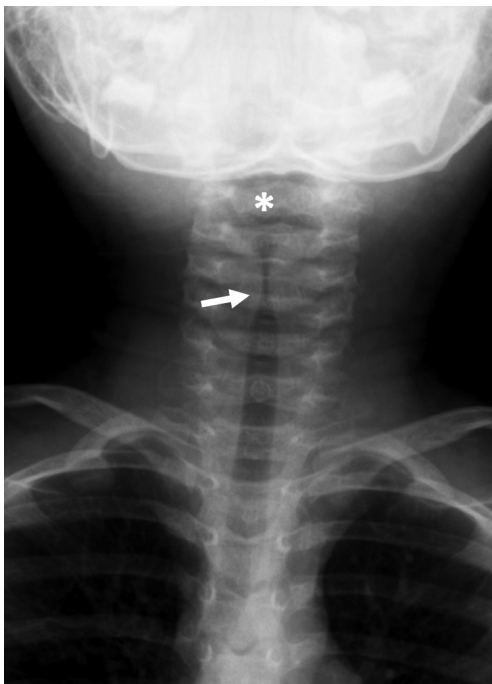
A 2-year-old girl with croup. The anteroposterior radiograph of the neck demonstrates uniform narrowing of the subglottic airway (steeple sign, arrow) with hypopharyngeal distention (asterisk).
